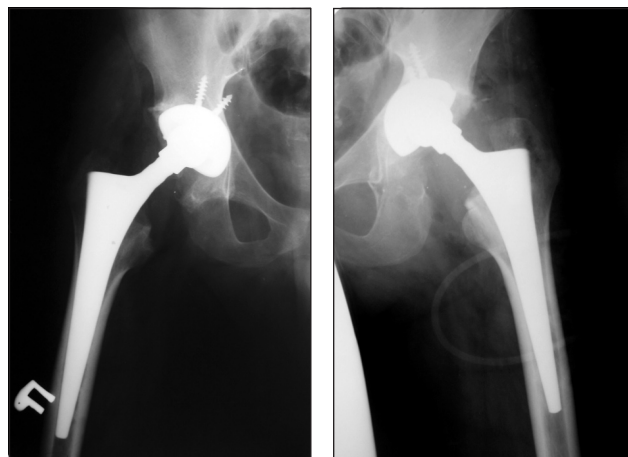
Фотовідбитки з рентгенограм хворого Ж. 31 р., іст. хв. №440277, через 4 роки після виконаного безцементного тотального ендопротезування обох кульшових суглобів
